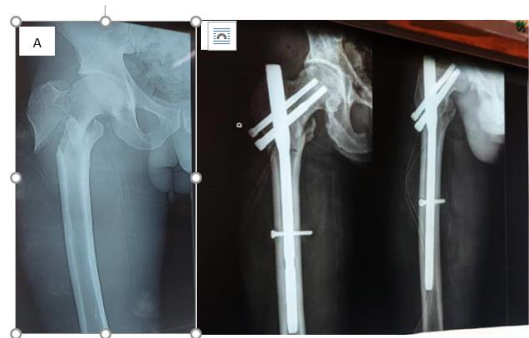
A : Image radiographique d'une fracture inter-trochantérienne (instable) droite
